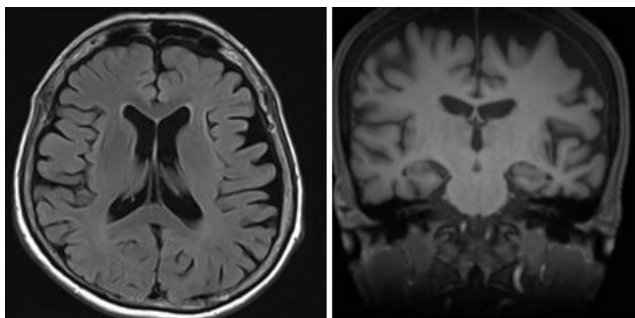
MRI otak kasus 3
